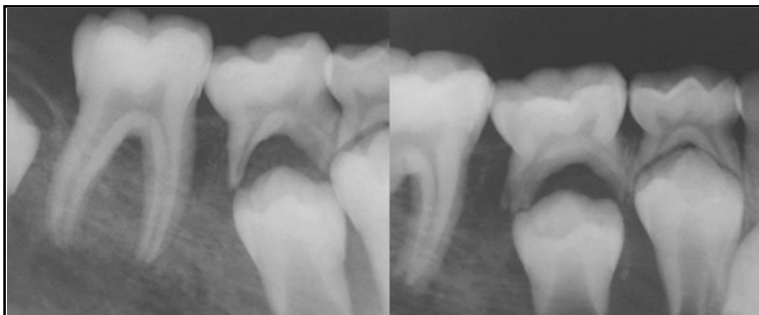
Radiografías retroalveolares zona piezas 4.6, 4.5, 4.4: marcada alteración en el trabeculado óseo.
